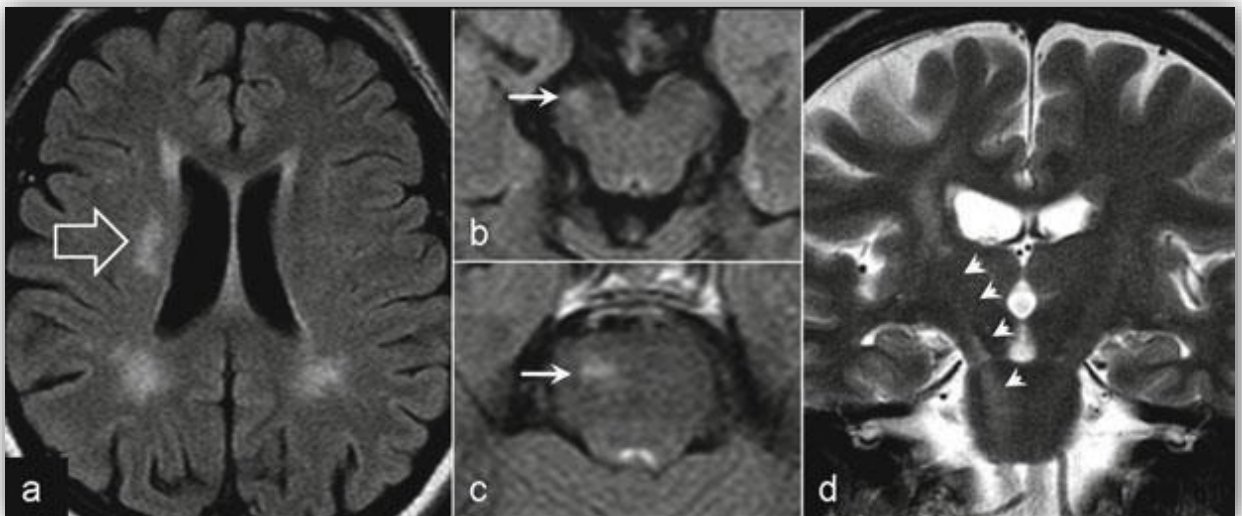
Dégénérescence wallérienne en IRM chez un patient aux antécédents d'infarctus sylvien profond [12].
